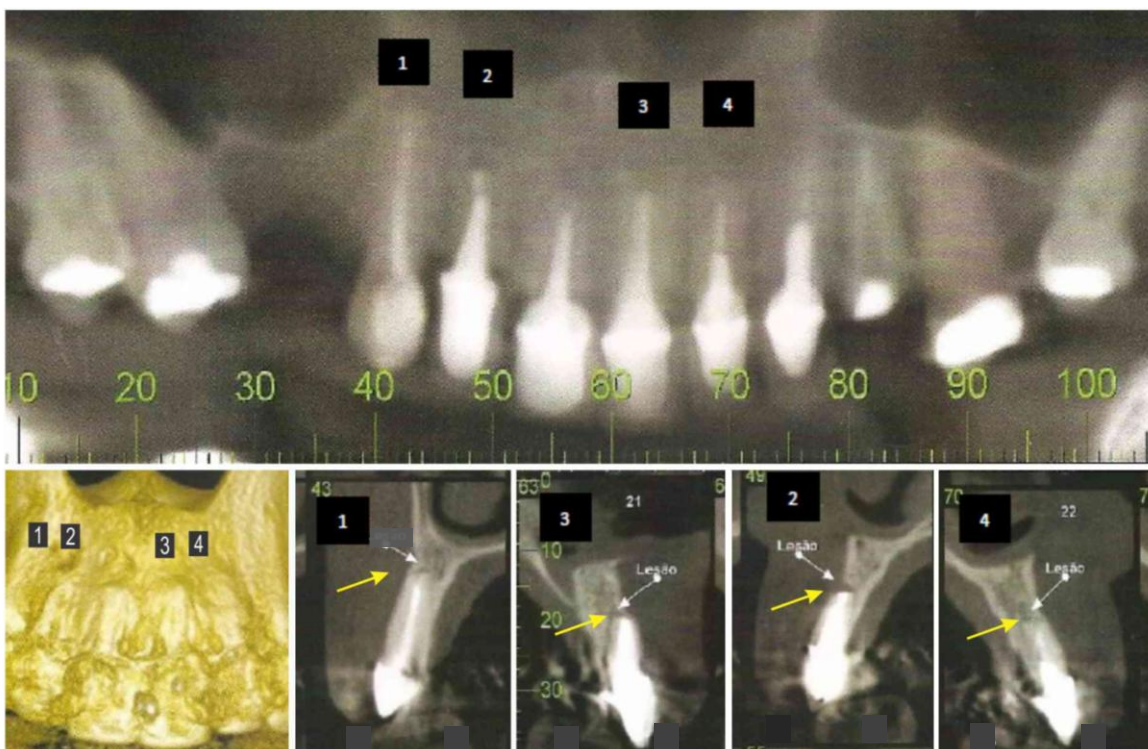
Tomografia Final: dentes 1,3 retroobturados com cimento PBEA. Dentes 2,4 retroobturados com cimento MTA. Dente 1 apresentando reparação total da ferida. Dentes 2,3,4 apresentando redução da ferida.
